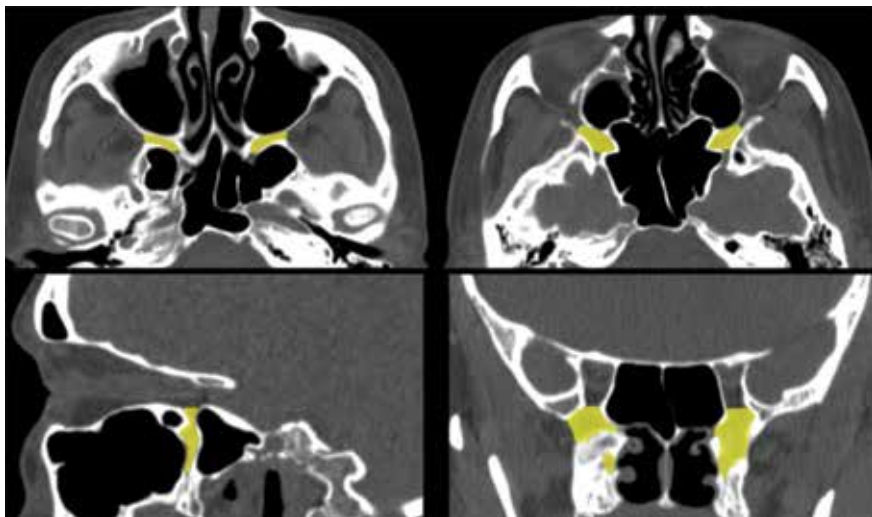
Конфигурация КНЯ на компьютерных томограммах в трех проекциях (отмечена желтым цветом)
